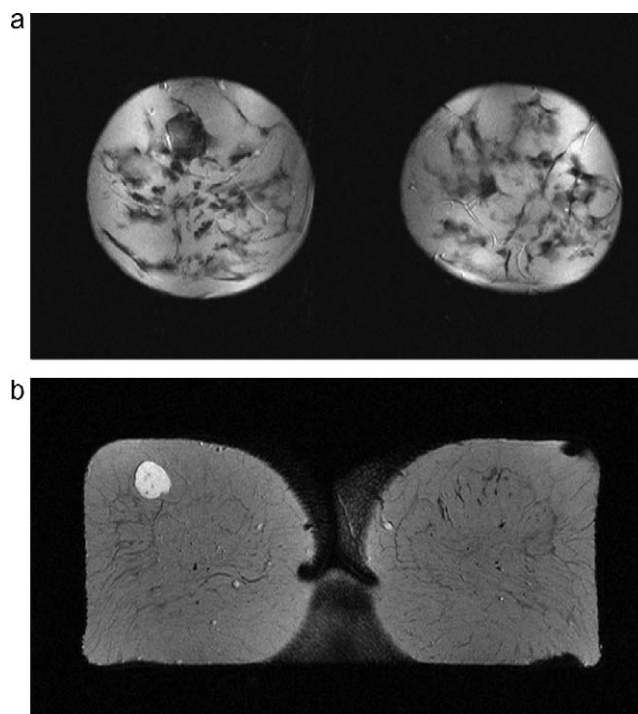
Resonancia magnética de ambas mamas con lesión nodular única de contorno bien delimitado, situada en el cuadrante superior externo de la mama derecha, hipointensa en T1 (A) e hiperintensa en T2 (B).
